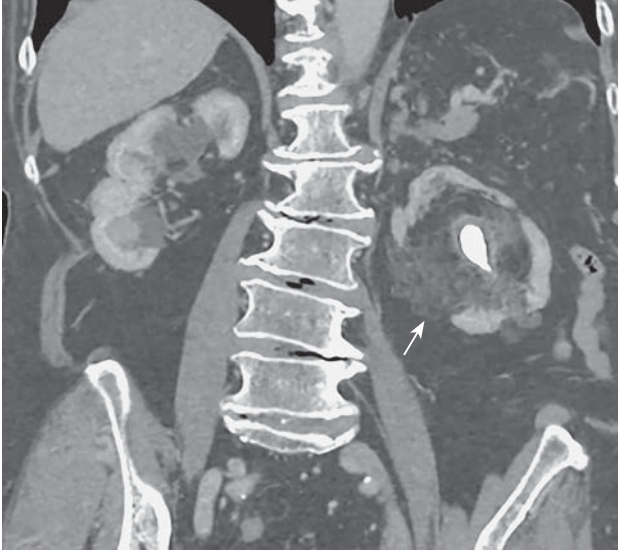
Фрагмент компьютерной томограммы во фронтальной проекции. Типичные признаки замещающего липоматоза почки: коралловидный конкремент в нерасширенной лоханке, признаки пиелита, выраженное истончение паренхимы почки, избыточное количество жировой клетчатки повышенной плотности в синусе почки и параренальной клетчатке.
